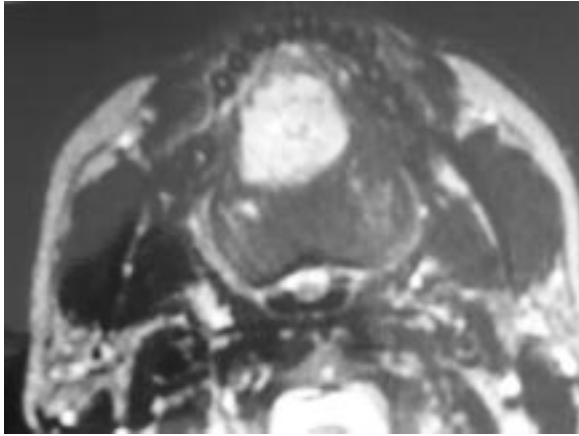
RM inicial que muestra lesión de características vasculares en sector anterior de la lengua.
